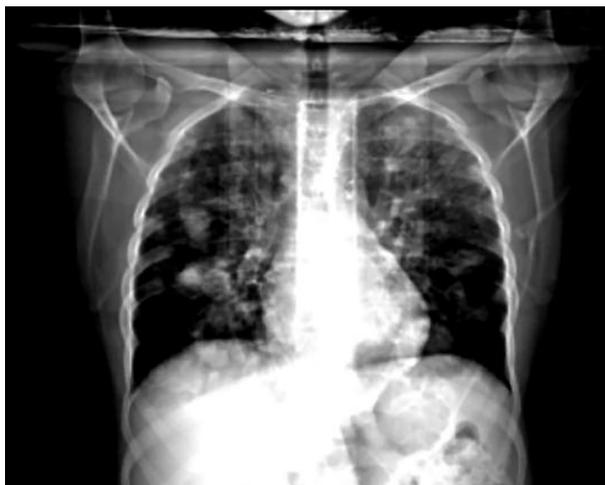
TC de tórax: múltiples nódulos pulmonares con derrame pleural bilateral.
